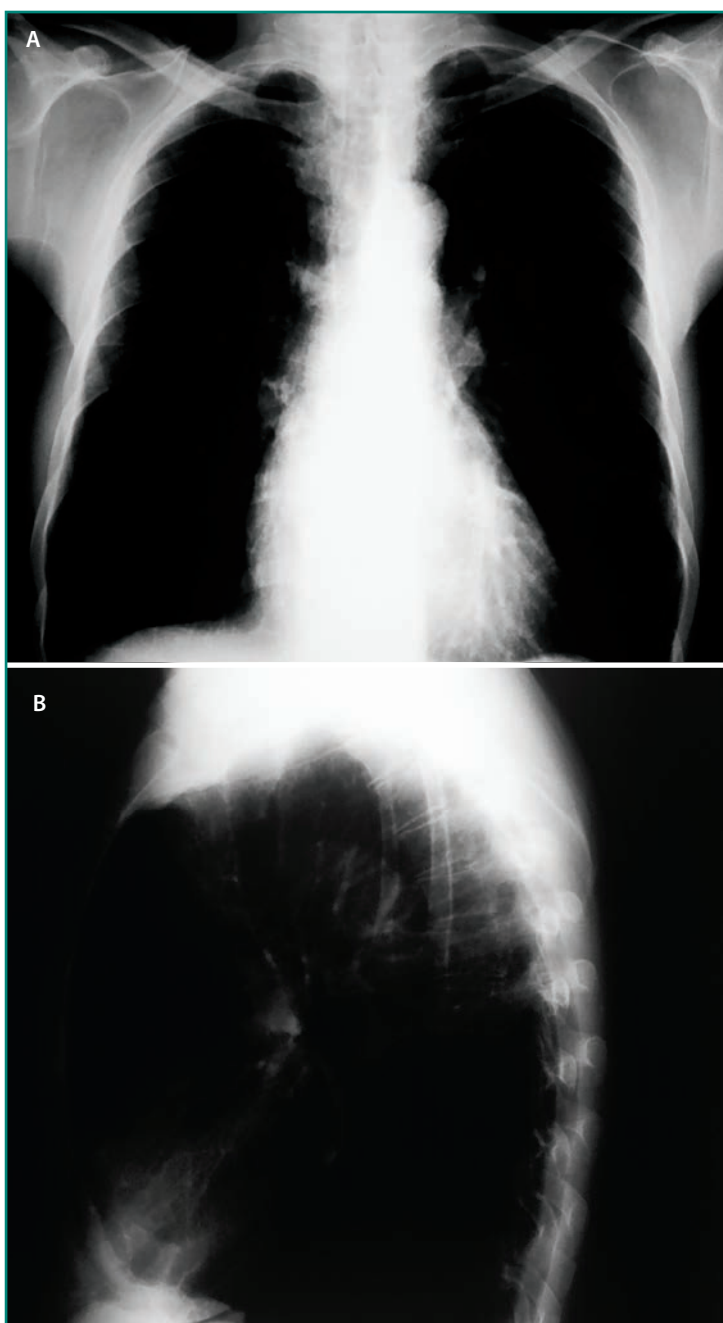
Radiografía posteroanterior (A) y lateral (B) de tórax de un paciente enfisematoso.
